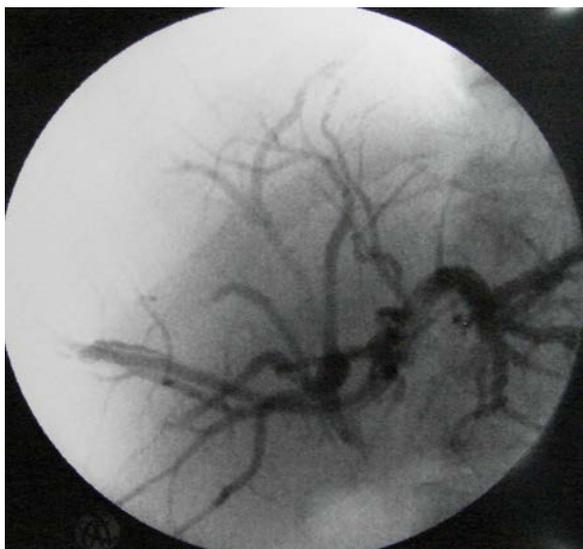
Рентгенохолангиограмма больного Л. через чрескожный чреспеченочный дренаж
